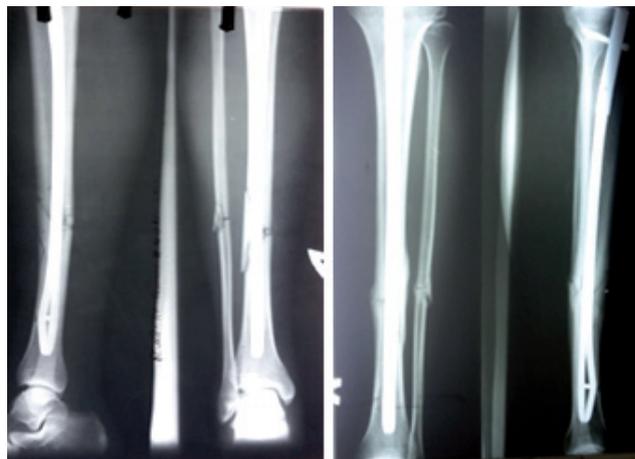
Рентгенограмма через 1 месяц и 3 месяца
